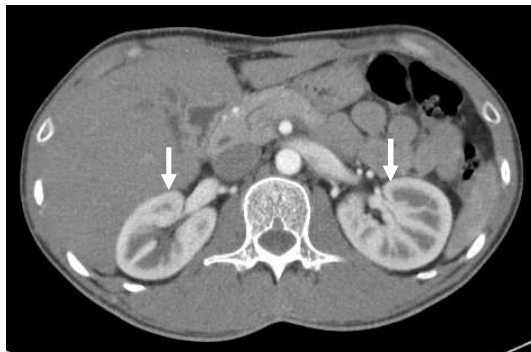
정위 신장의 중심을 포함하는 컴퓨터 단층 촬영. 정상 위치의 우측 신장과 좌측 신장이 후복막 공간에 위치하고 있다. (화살표)
